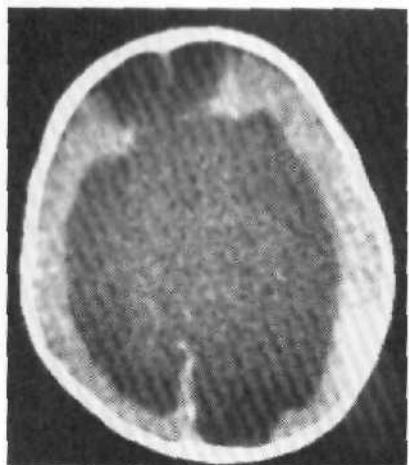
КТ при алобарной голопроэнцефалии: супратенториальное пространство занято огромной полостью, представляющей собой единый желудочек и дорсальный сак. Отсутствует межполушарная щель. Граница между тканью мозга и дорсальным саксом образована сводом гиппокампа.
